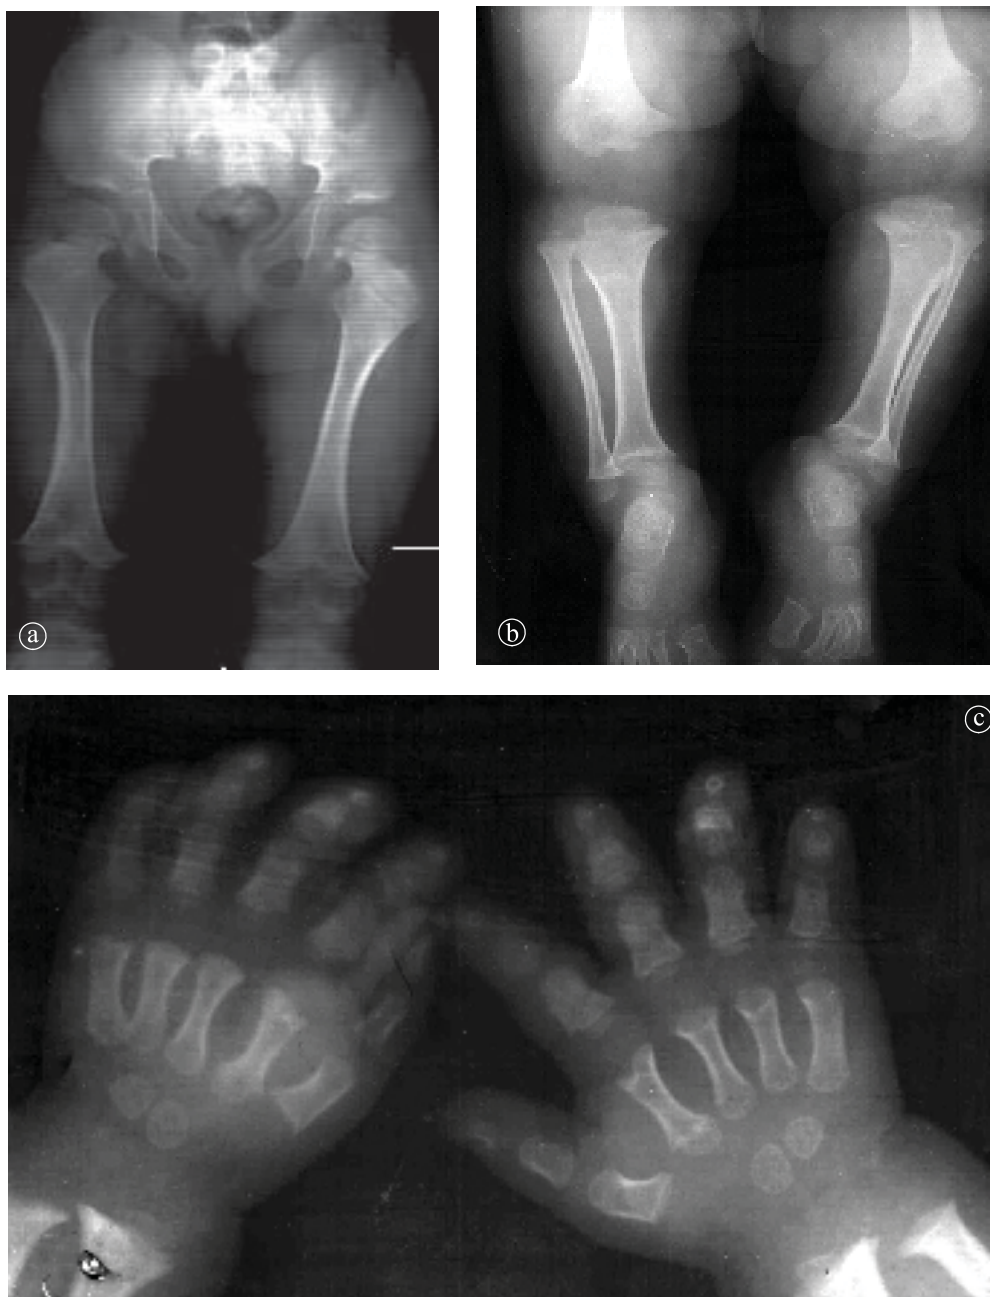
26. Acondroplazie. a) Radiografie bazin. b) Radiografie genunchi. c) Radiografie mâini
